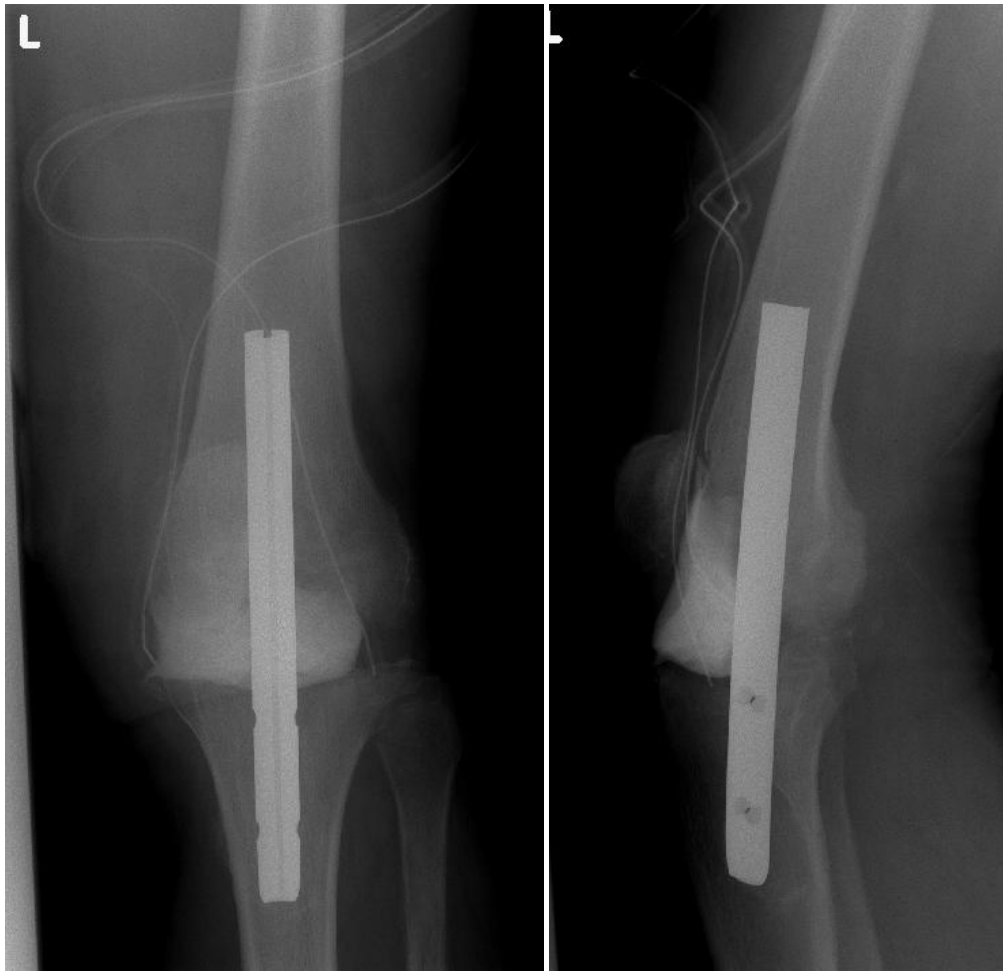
Röntgenaufnahme Knie links ap und seitlich nach Prothesenexplantation und temporärer Arthrodesen mit AO-Nagel und Palacos-Spacer
